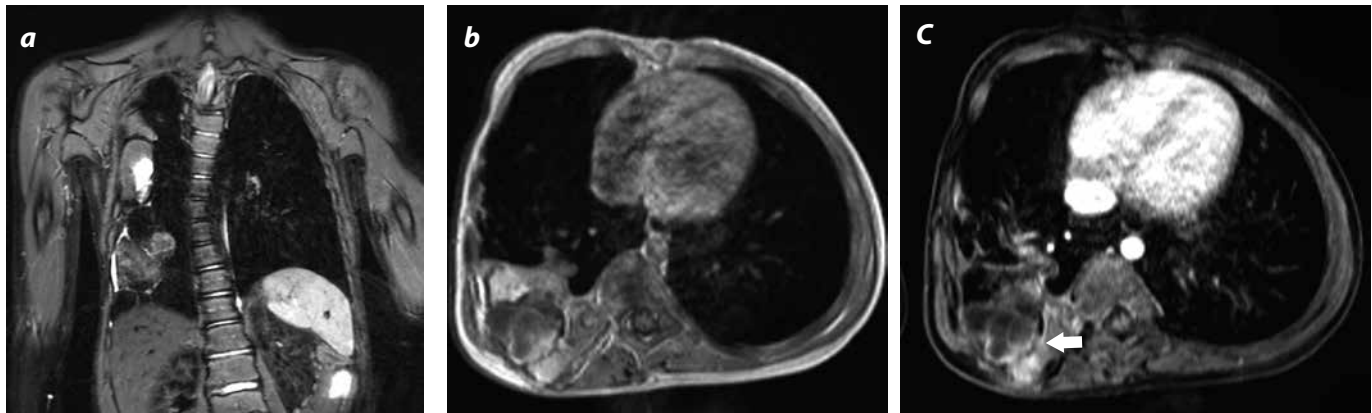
a) RM imagen coronal con información T2, demuestra el componente quístico de alta señal. b) Secuencia con información T2, componente quístico de baja señal. c) Secuencia VIBE axial con gadolinio se demuestra realce periférico del componente quístico (flecha).
